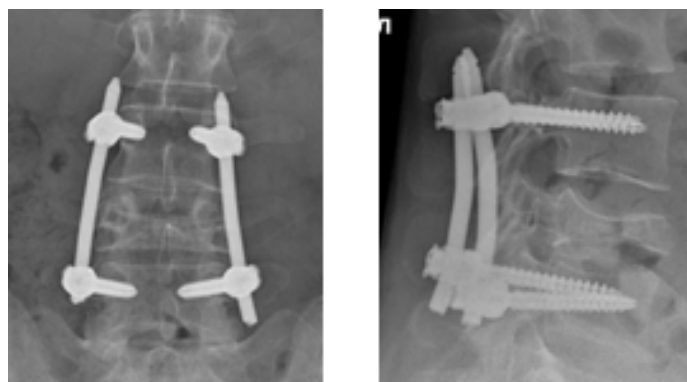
Послеоперационный рентген контроль пациентки Б., 27 лет
